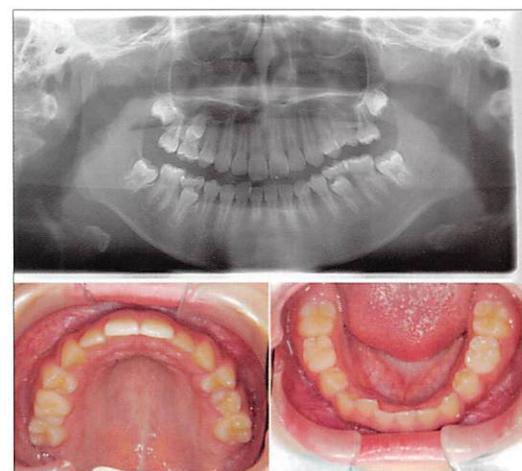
<症例2> 多くの症状を有する症例のパノラマX線写真と口腔内写真(初診時から4年経過後)
